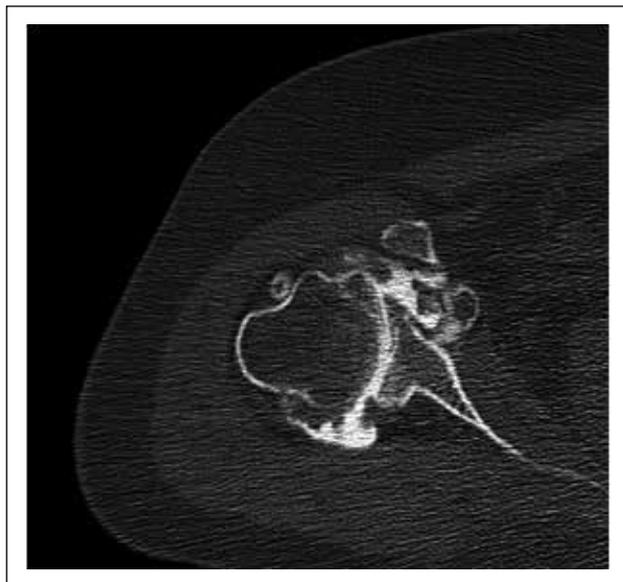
Imagen de tomografía computada (TAC) con contraste de hombro derecho, que muestra en corte axial disminución del espacio articular glenohumeral y osteofitos.
